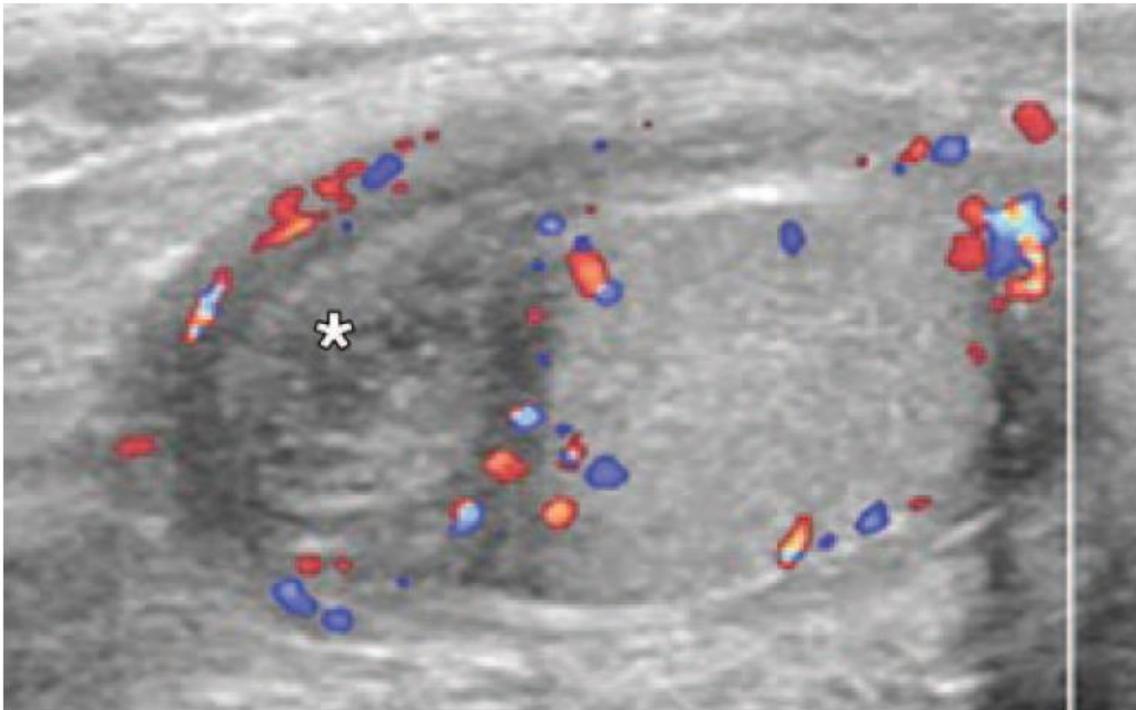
Muestra zona de hiperemia alrededor del apéndice testicular torsido (asterisco). Modificado de: Sung EK, Setty BN, CastroAI. Sonography of the pediatric scrotum: Emphasis on the TS- Torsion, trauma and Tumors. ARJ, 2012; 198: 996-1003.
